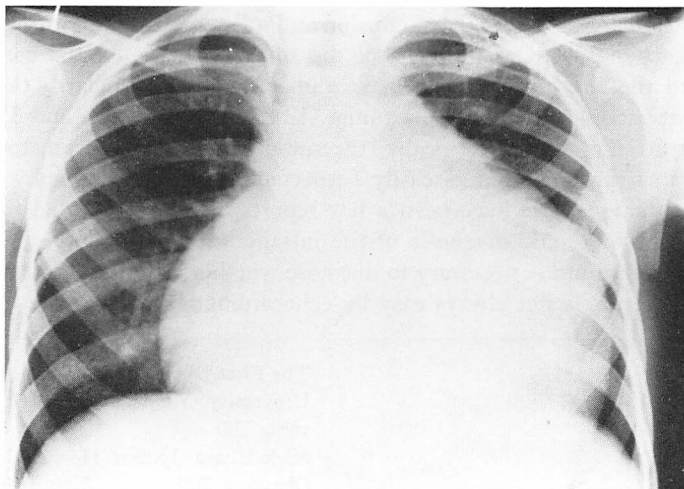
Chest X-ray film on admission.
